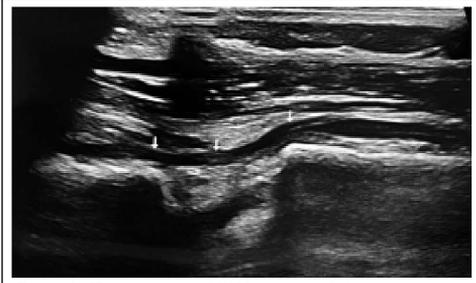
Повторное УЗИ через 12 мес.: имеются признаки сохраняющейся компрессии глубокого малоберцового нерва проксимальным отломком малоберцовой кости (стрелки).
